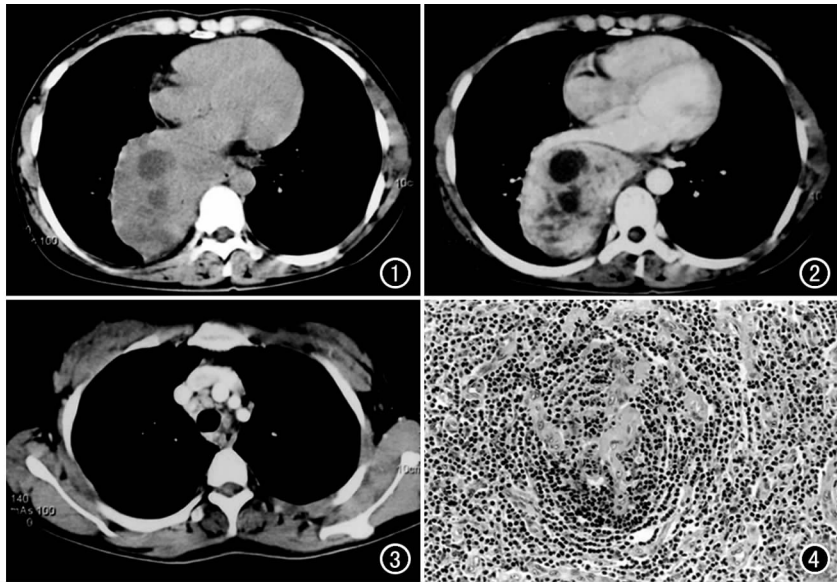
CT平扫示右后纵隔较大不规则占位,其内见裂隙状低密度及2个液性低密度区。图2 CT增强扫描示肿块实质部分明显强化,边界清晰,低密度区未见强化。图3 CT增强扫描示气管前可见数个淋巴结,直径约1cm。图4 镜下示肿瘤由增生的淋巴组织组成,中心可见螺旋状排列的小血管,周围见同心圆状排列的小淋巴细胞,滤泡周围有大量增生血管 HE染色($\times 100$)。
